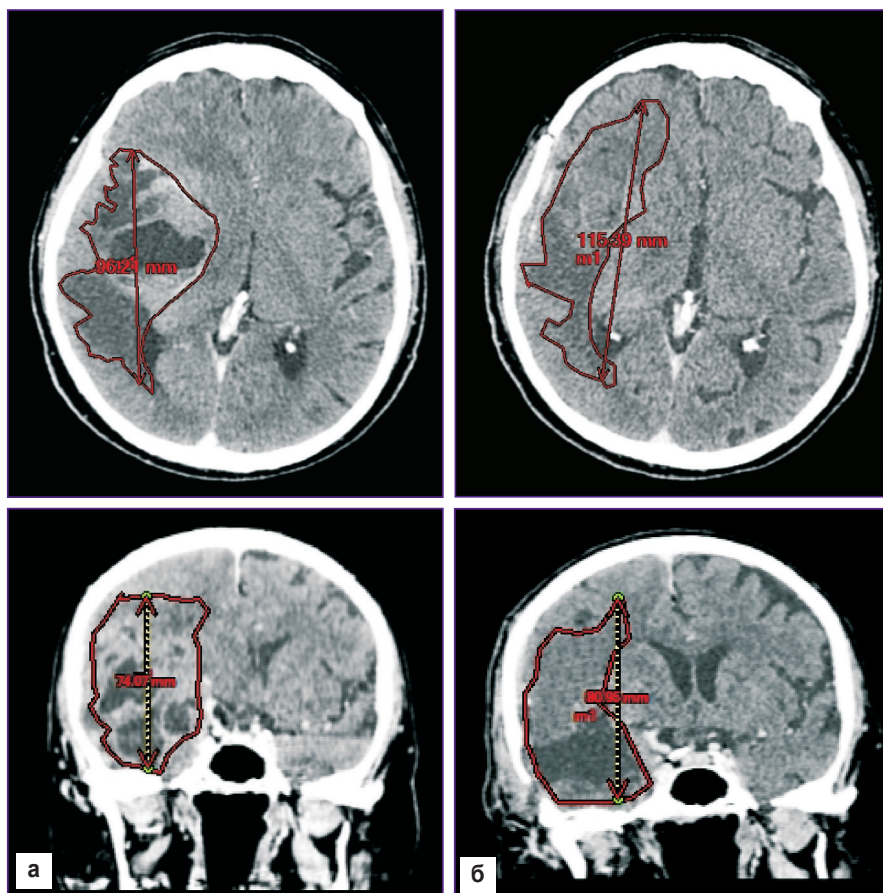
Компьютерные томограммы больной Ф., 56 лет, сеанс фотодинамической терапии выполнен под тепловизионным контролем: а — от 02.01.14 г., до операции; б — от 10.01.14 г., после операции; красной линией обведены зоны опухоли и кисты до операции (а) и послеоперационной кисты и отека после операции (б); на послеоперационных снимках субарахноидальные пространства в задне-лобно-височно-теменной области справа сплажены
